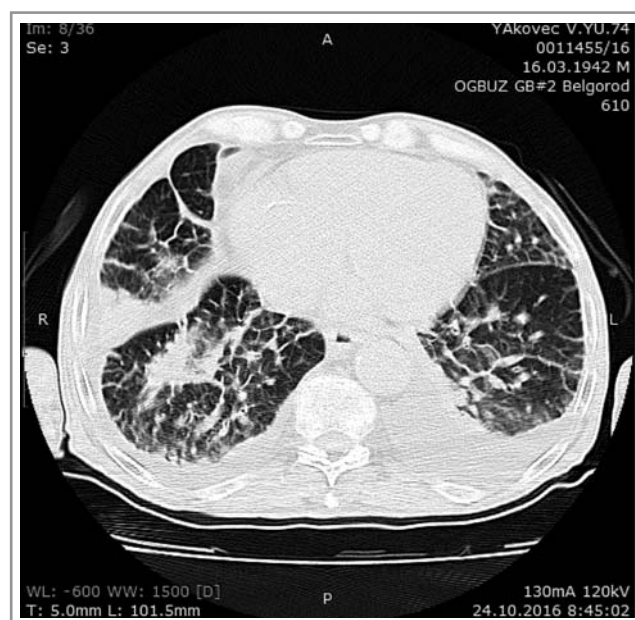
Компьютерная томограмма органов грудной клетки больного Я. (см. объяснение в тексте).
